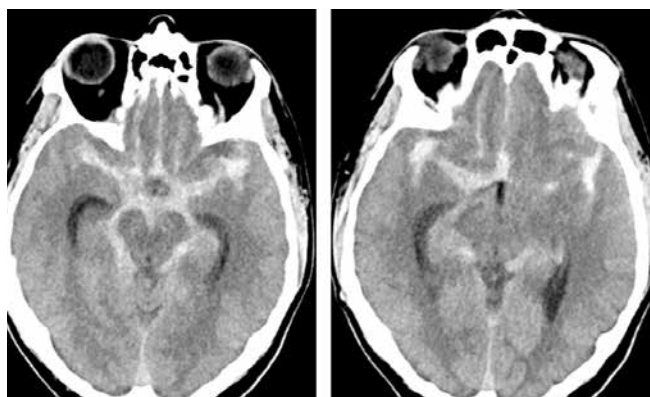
Multislice computed tomography of the brain of patient T. Massive subarachnoid hemorrhage in the area of the basal cisterns is visualized
